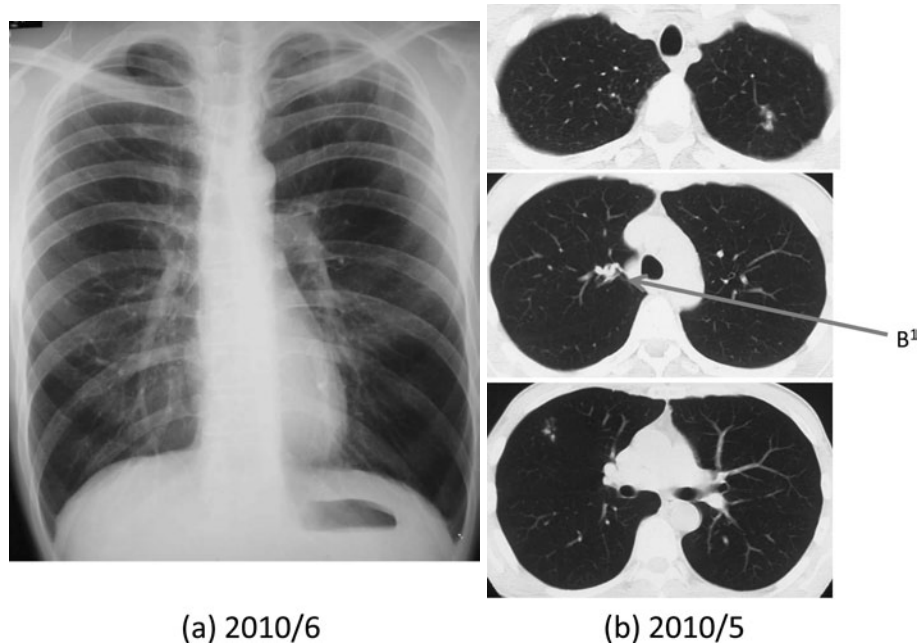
(a) A chest radiograph demonstrated small nodules in the left upper field. (b) A chest CT revealed peribronchovascular small nodules in the left upper and right middle lobes with the obstructed bronchus (rt. B<sup>1</sup>) (arrow).
